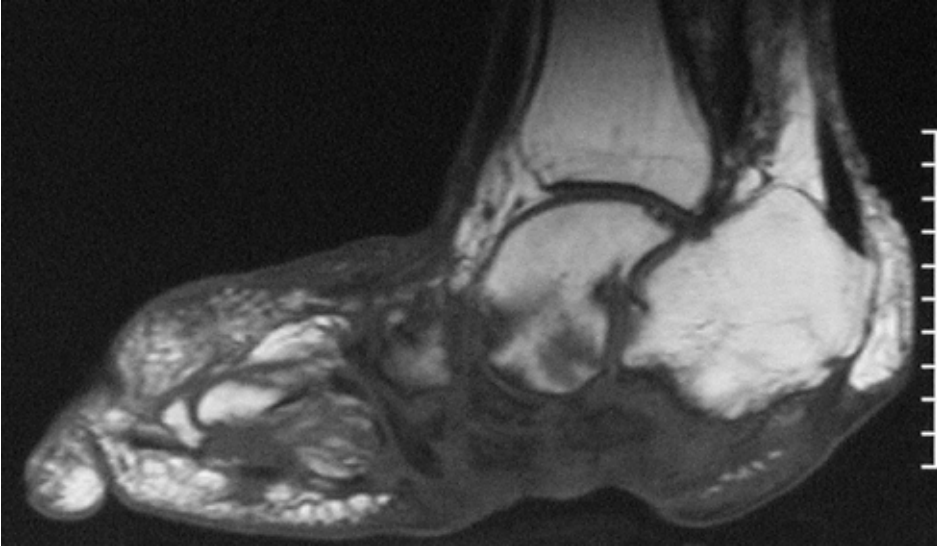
a, b. Orta ayakta, subakut dönemde, nöroartropati hastanın direkt grafisi (a) ile koronal planda T2 ağırlıklı MR incelemesinde (b), kemik dansite ve intensite değişiklikleri, subluksasyon, kemik yıkımı bulguları ve eşlik eden yumuşak doku inflamasyonu.
